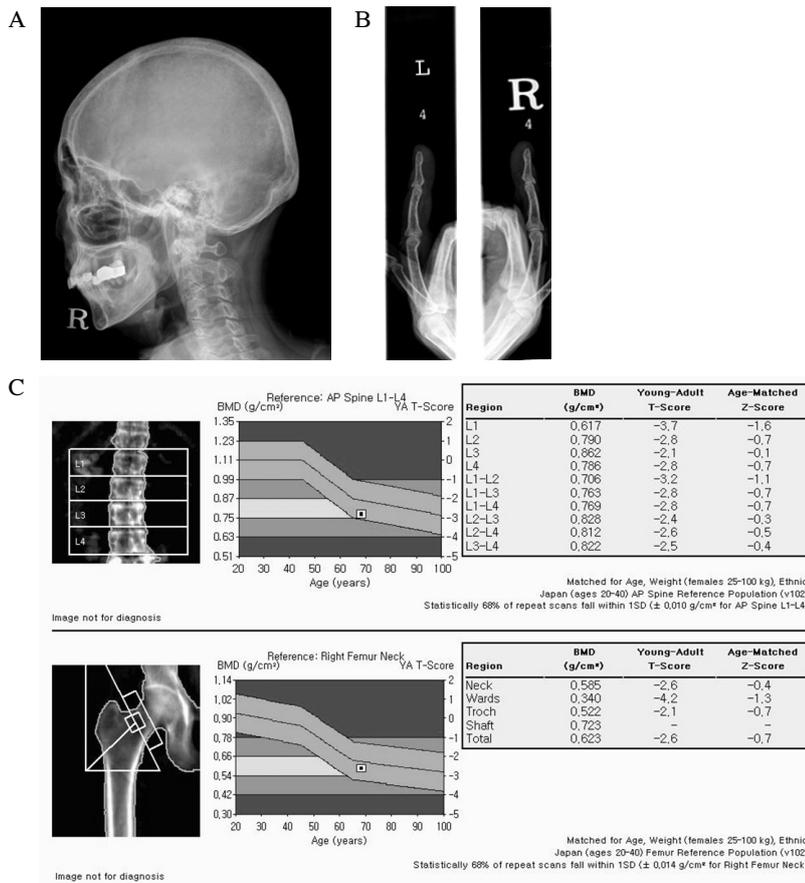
Radiologic findings of hyperparathyroidism. A. Skull X-ray shows heterogeneous salt and pepper appearance of skull. B. Digit X-ray shows resorption of the phalangeal tufts (subperiosteal resorption). C. The DEXA of the spine shows the T-score for L1 is -3.7. The DEXA of the hip shows femoral neck T-score of -2.6 and total score of -2.6. The higher values for L2, L3 and L4 are related to the degenerative change. These findings would be consistent with that of severe osteoporosis.
